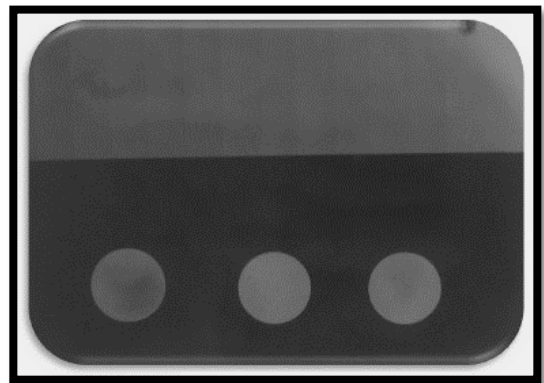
Radiografía oclusal revelada de muestras y lámina de aluminio. F.d.
